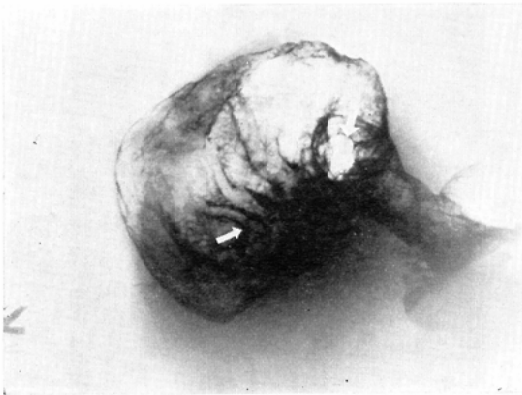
Roentgenogram of the stoma and suture line. The film was taken in right recumbent, right anterior oblique position in one month after operation. The linear density, extending from the stoma (large arrow) to the stomach, is a suture line (small arrow). The mucosal folds of the postoperative stomach terminate abruptly at the suture line. The suture line was invisible in six months after operation.
